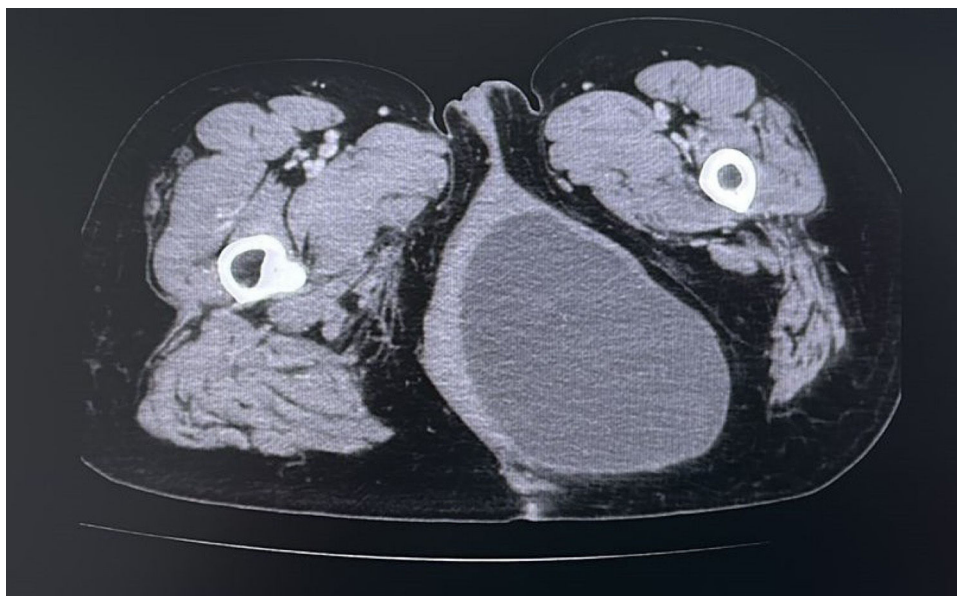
TAC. Tumoración glútea de 15 días de evolución.
